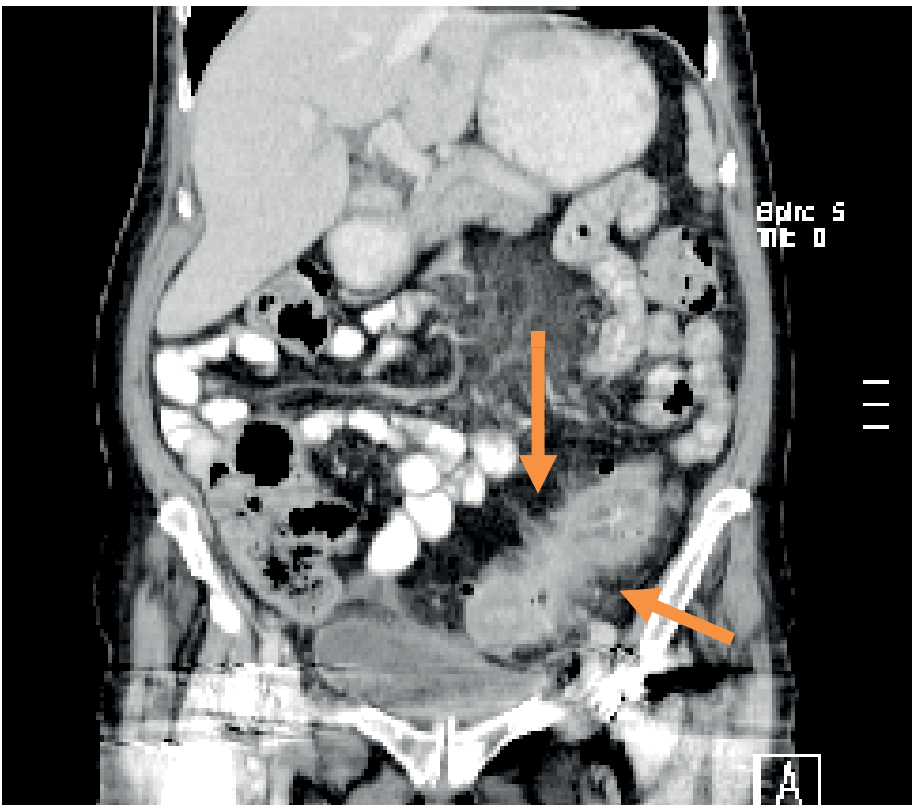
Computertomografischer Befund einer akuten Divertikulitis mit verdickter Darmwand und entzündlichen Veränderungen des umgebenden Gewebes.
